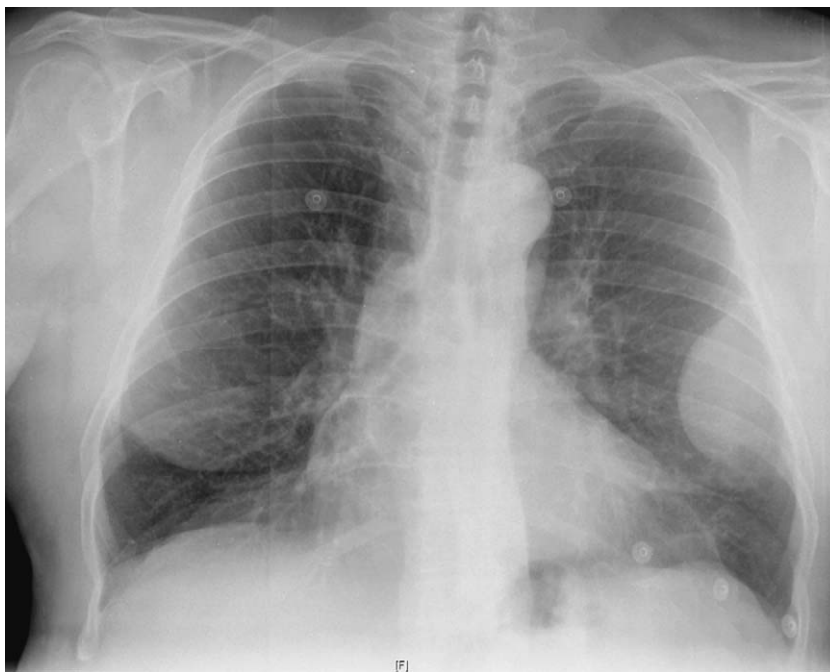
Radiografía posteroanterior de tórax: lesión en el hemitórax izquierdo con el signo de la «embarazada».
